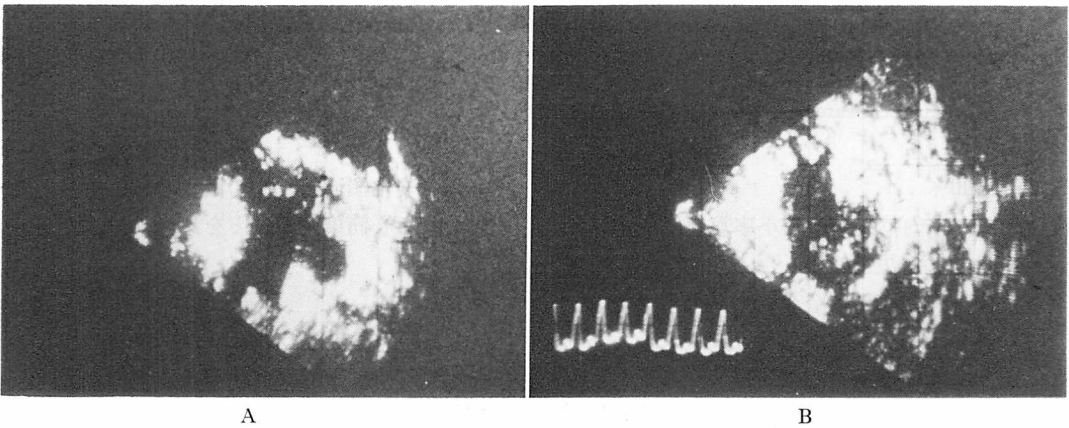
Contrast-enhanced two-dimensional echocardiograms of the left ventricle by injection of FDA into the LMC.
